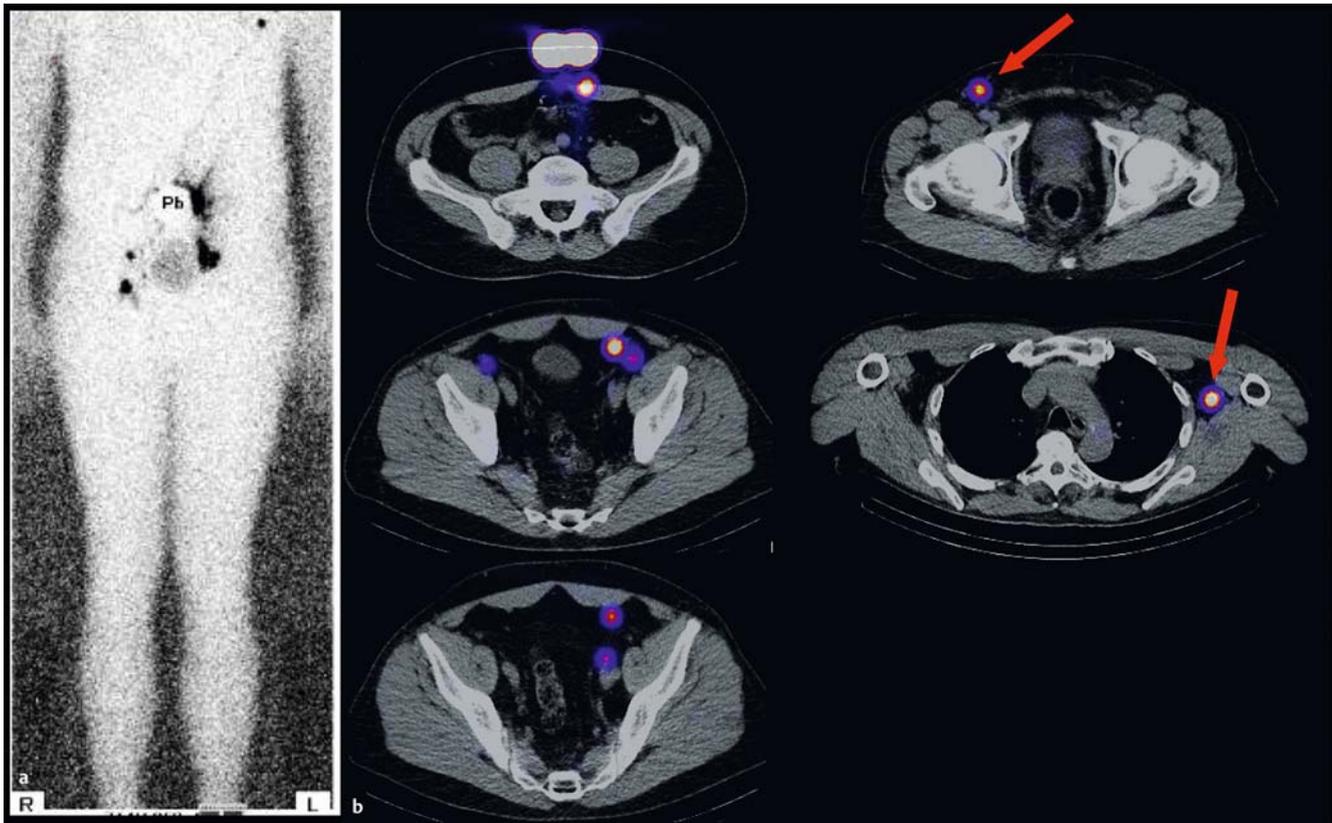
a Lymphszintigramm zweidimensional eines Melanoms am Bauchnabel, es zeigen sich hier 4 Drainagewege mit mehr als 5 Lymphknoten, deren Tiefenordnung im 2-D-Bild nicht möglich ist. b SPECT CT-Fusionsbilder-Horizontalschnitte, von unten gesehen, zeigen die insgesamt 7 Sentinel-Lymphknoten in diesem Fall, von denen nur die zwei mit dem roten Pfeil chirurgisch angehbar waren.
